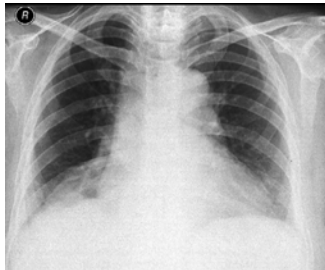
Chest x-ray one month later.
